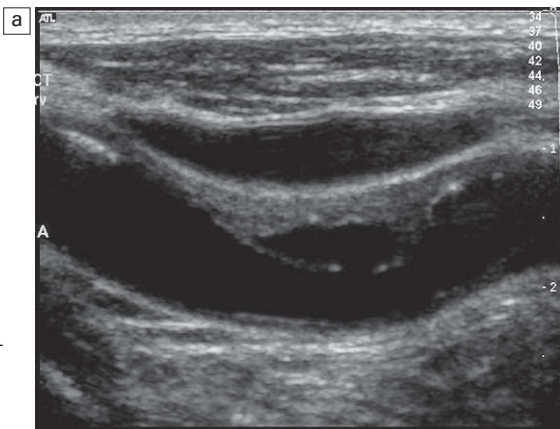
Una placa ulcerada. Se observa un delgado anillo en la imagen en modo B (a) pero el Doppler color (b) muestra la presencia de flujo dentro de la placa.
